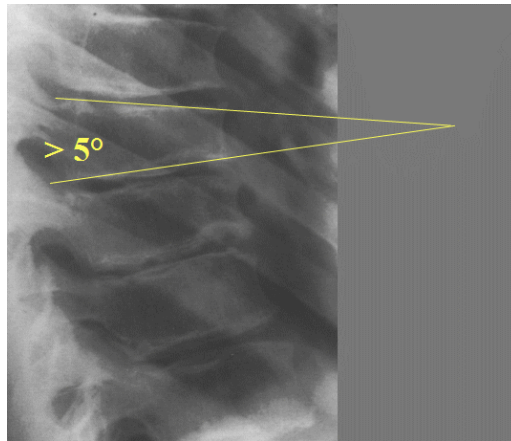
RADIOGRAPHIE DE PROFIL DE LA COLONNE DORSALE MONTRANT UN ASPECT VERTEBRAL CUNEIFORME [32]
